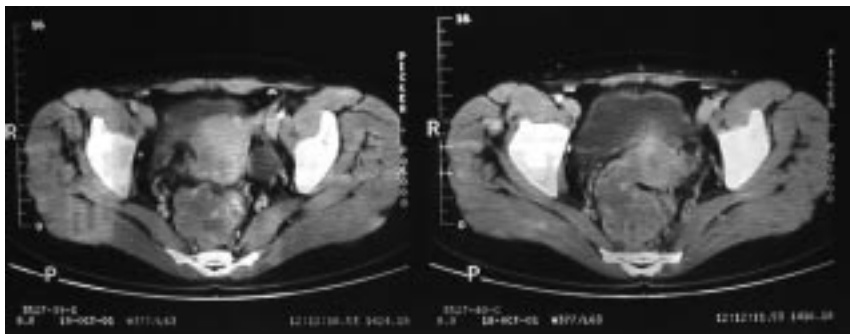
TAC pelviano. Tumor rectoanal neuroendocrino en octubre 2001.
